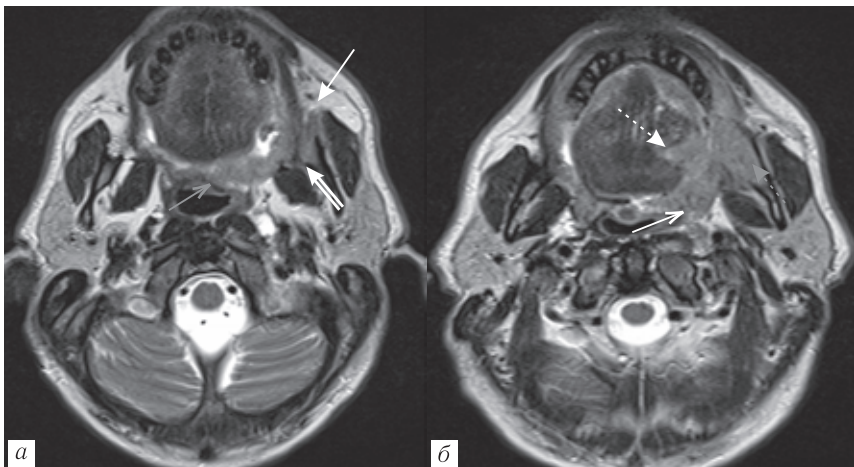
а, б — МРТ T2-ВИ без жироподавления (аксиальная проекция). Опухоль с поражением слизистой оболочки левой ретромолярной области (двойная стрелка) с деструкцией нижней челюсти (пунктирная серая стрелка), инфильтрацией задних отделов левой щеки (белая стрелка), тканей дна полости рта и боковой поверхности языка (белая пунктирная стрелка), а также левой половины мягкого нёба (открытая серая стрелка) и передней нёбной дужки (открытая белая стрелка)
